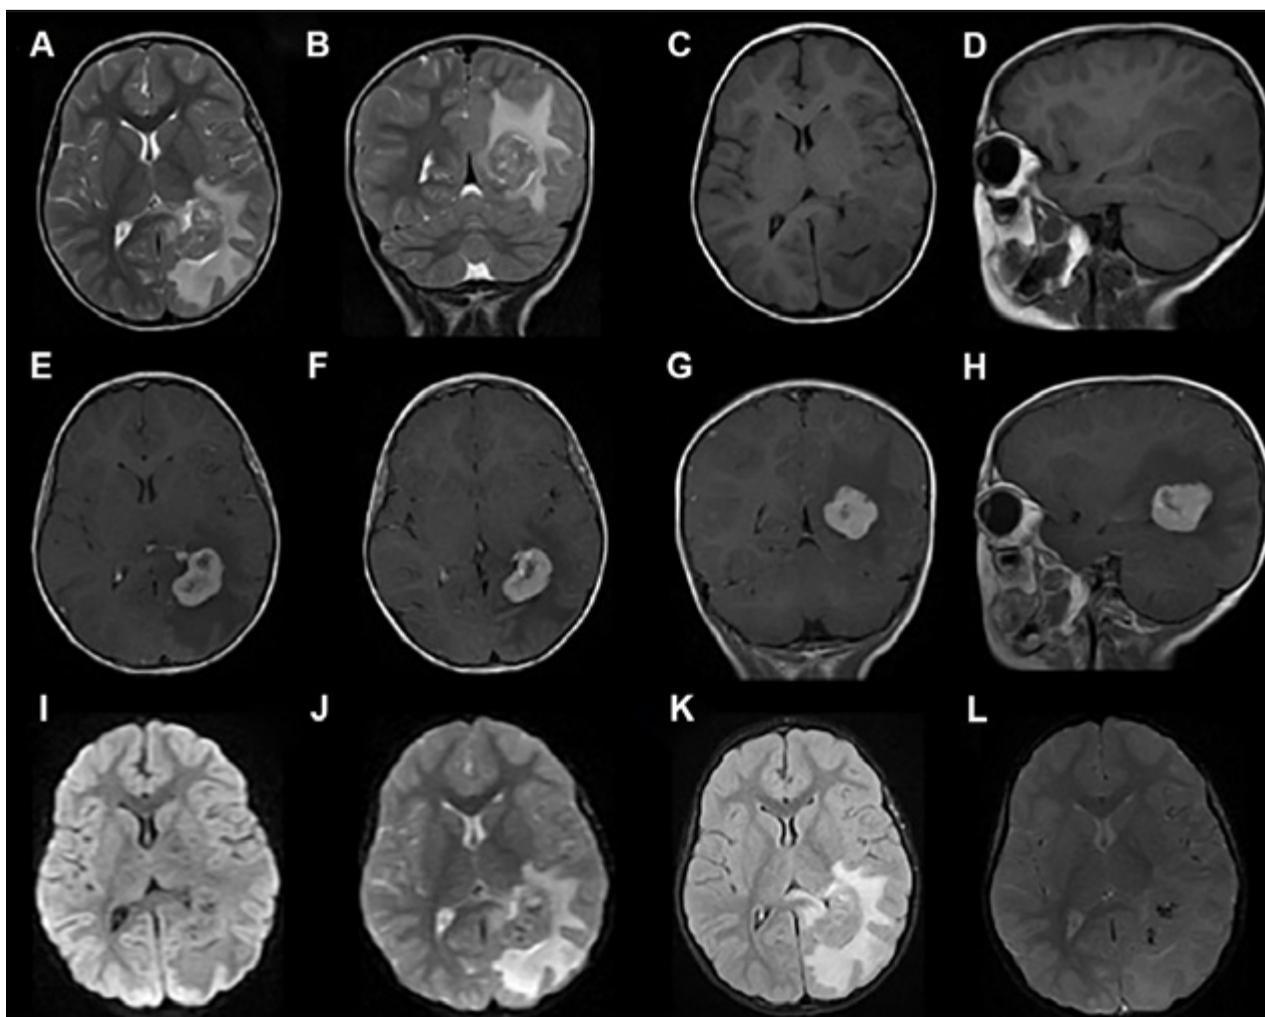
RMN. Lesión sólida parietooccipital izquierda isointensa en T1 y heterointensa con gran edema perilesional en T2. Marcado refuerzo post contraste, sin difusión.
